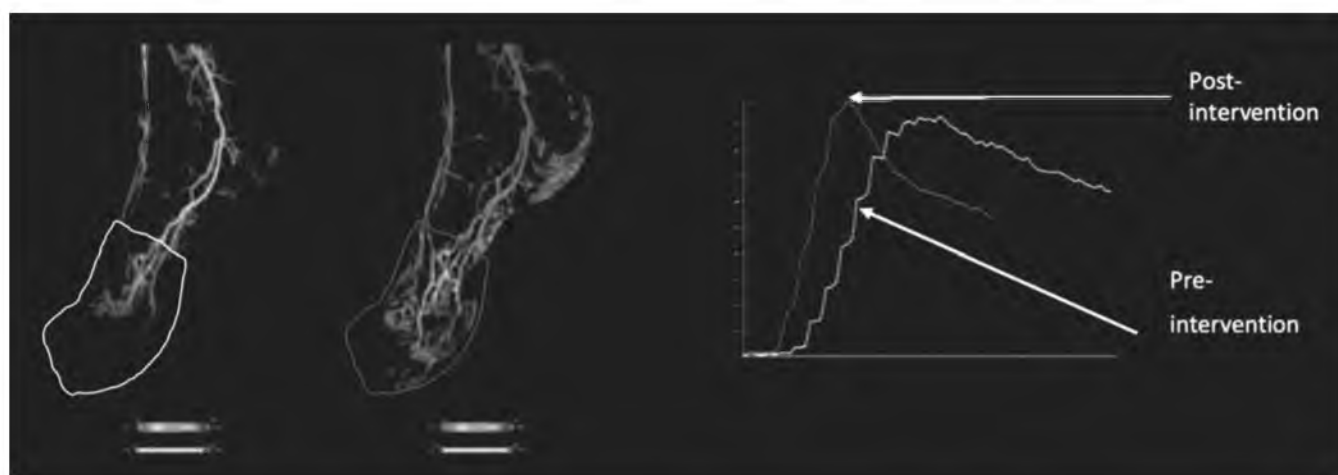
Оценка эффективности реперфузии с помощью метода параметрического цветового картирования потоков [9].
